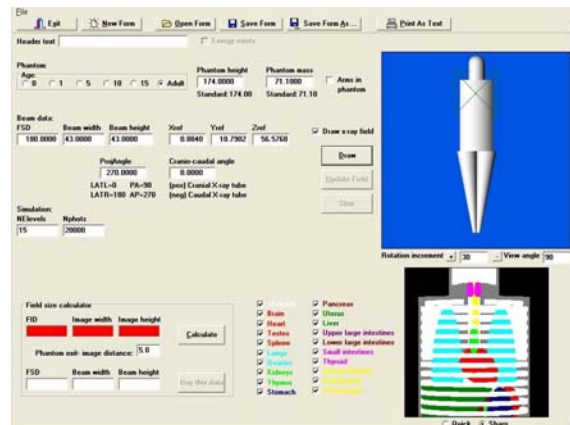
The x-ray examination data input from PCXMC.
